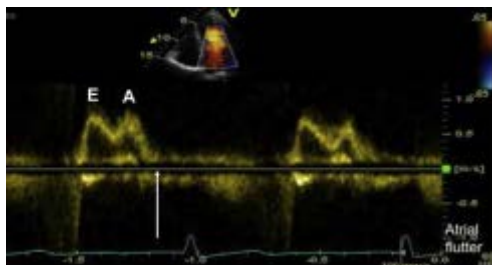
Doppler ghi nhận ở bệnh nhân cường nhĩ. Lưu ý có sự hiện diện của sóng cường nhĩ (F) và hở van hai lá tâm trương (mũi tên)
